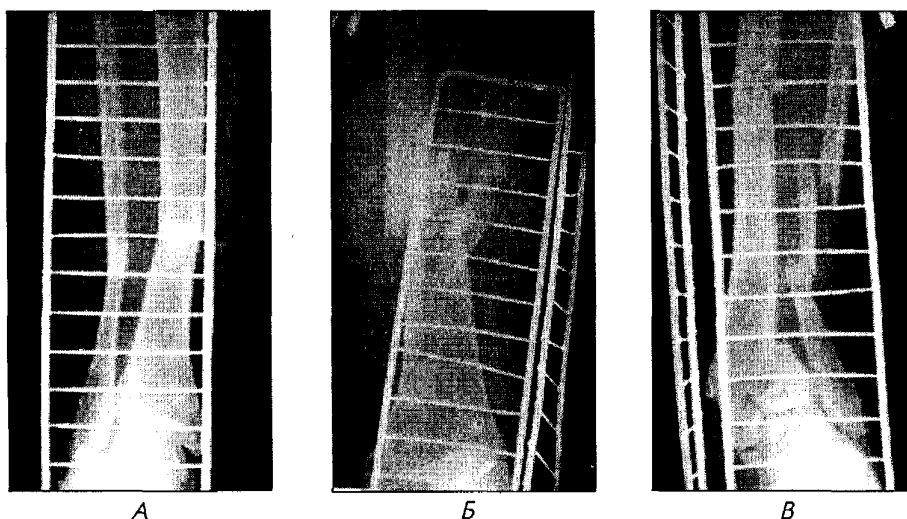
Рентгенограми хворої К. при поступленні.
